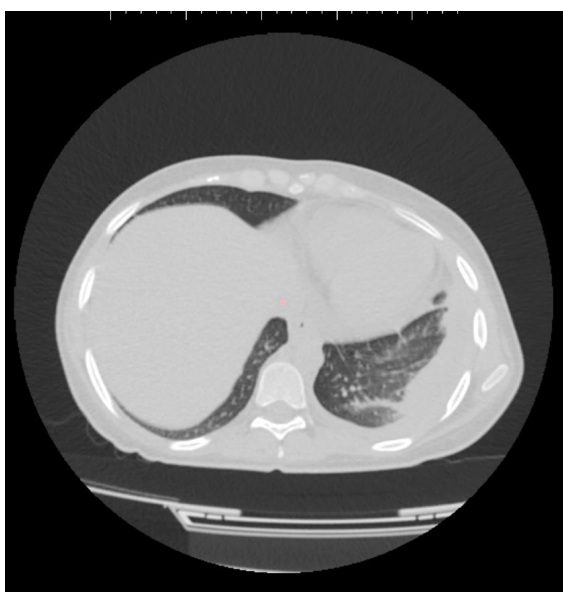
СКТ больной К. от 03.02.22 г.
